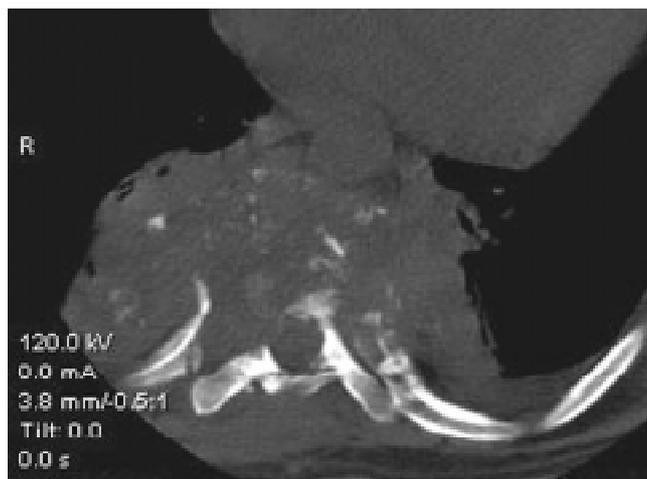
КТ пацієнта Р., історія хвороби № 3760. Тотальне руйнування специфічним деструктивним процесом тіла Th₅ з наявністю напливного абсцесу і великої кількості щільних кісткових секвестрів
